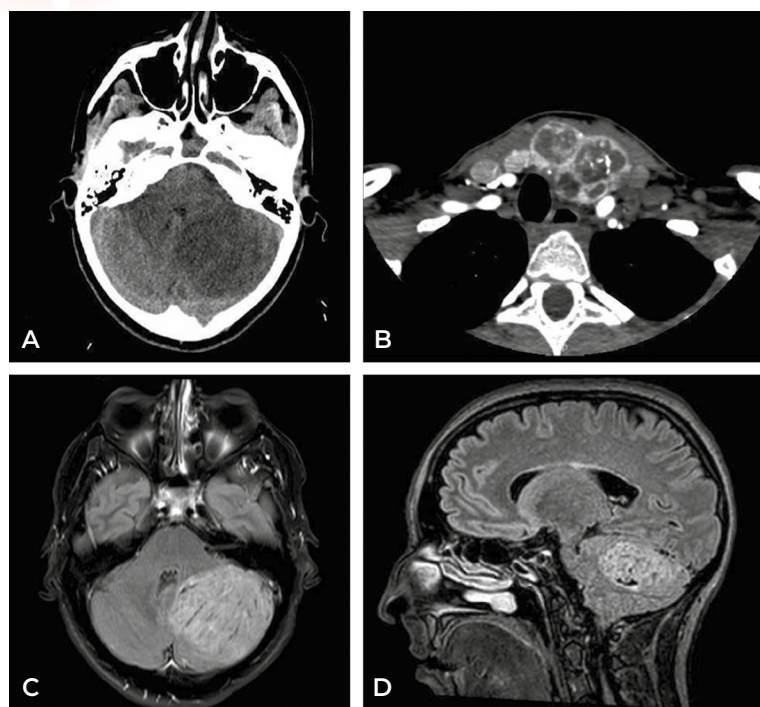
A) TC de cráneo sin contraste. B) Nódulos tiroideos en angioTC. C) RM de cráneo secuencia FLAIR axial y sagital (D).
